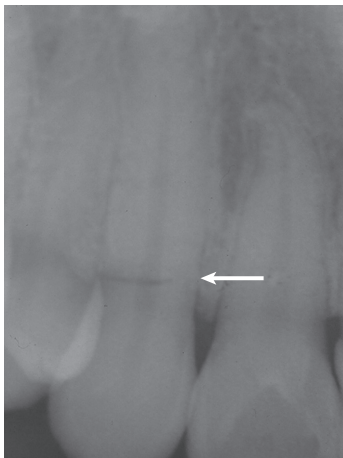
치근단 방사선사진에서 치경부 근처의 치근 파절이 관찰된다.
